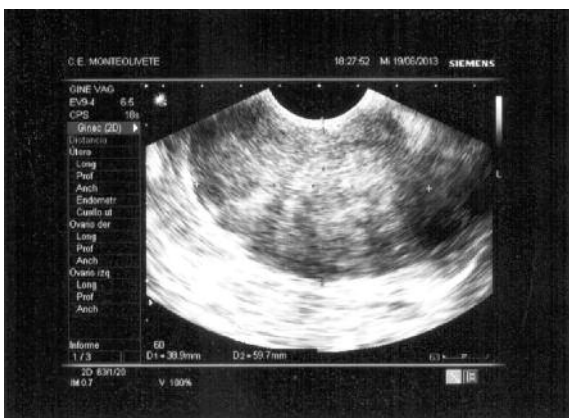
Ecografía Vaginal. Mioma cervical de 38,9 x 59,7 mm.
